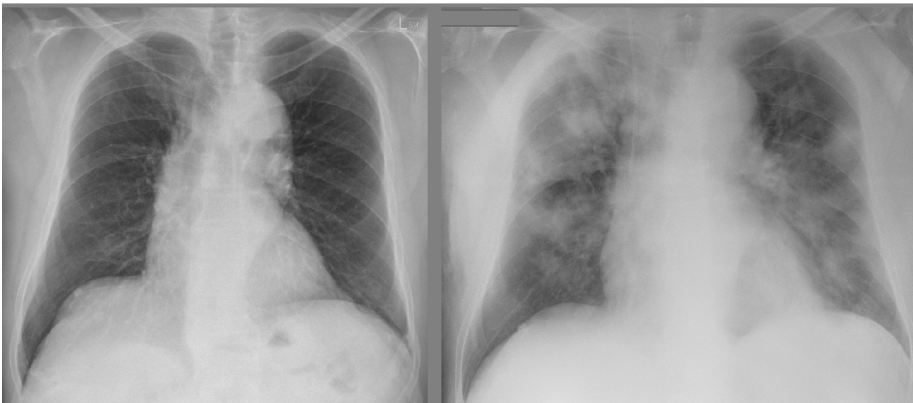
Röntgen-Thorax bei Covid-Pneumonie (Tag 1 und Tag 10)
